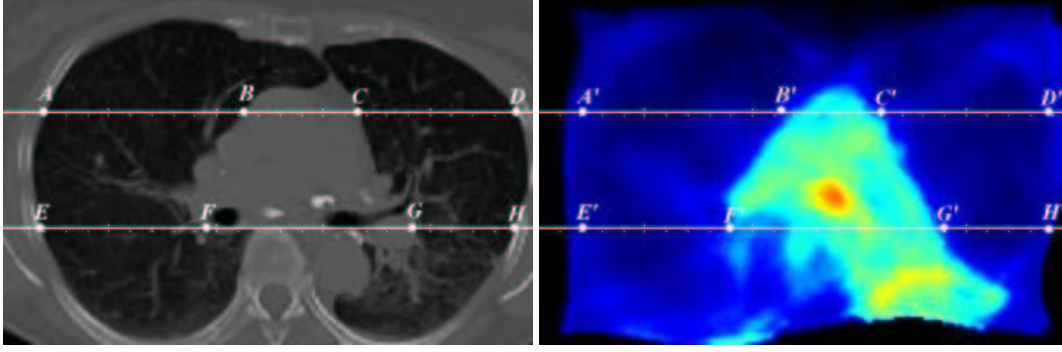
Coupes axiales d’images TDM (à gauche) et TEP (à droite) présentées pour l’évaluation avec les points de référence (A-H dans l’image TDM et A’-H’ les points homologues dans l’image TEP) qui marquent les structures anatomiques les plus importantes.
